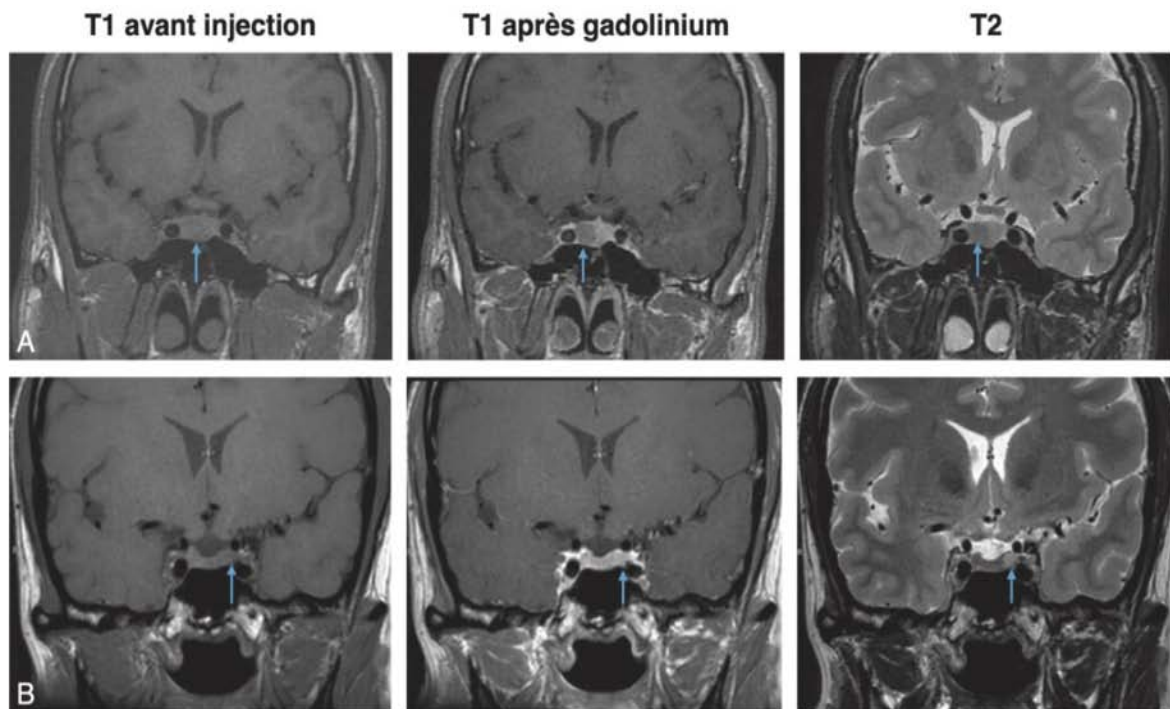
Microadénomes hypophysaires vus par IRM. Coupes coronales en pondération T1 avant injection, T1 après injection de gadolinium, T2. A : Microadénome latéralisé à droite (flèches) non visible en T1 (isosignal), apparaissant en hyposignal par rapport à l'hypophyse normale injectée, et en hyposignal T2. Noter aussi le déplacement de la tige pituitaire vers la gauche. B : Microadénome latéralisé à gauche (flèches) non visible en T1 (isosignal), non visible après injection, et visible uniquement en hypersignal T2 [34]
